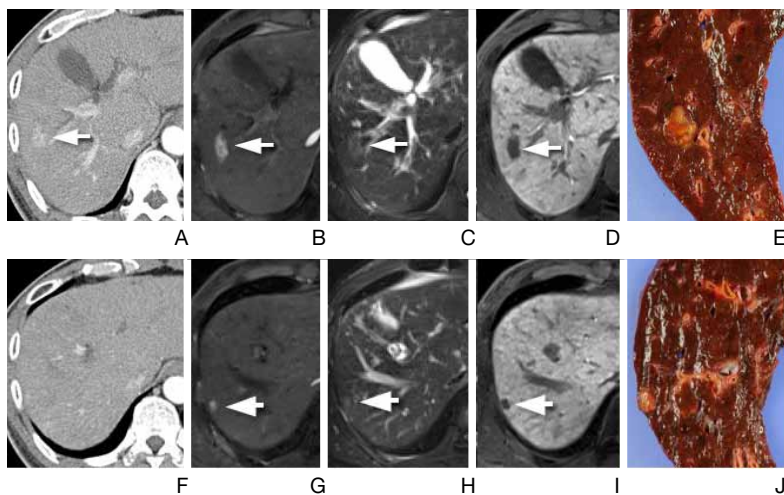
Detection of an additional hepatocellular carcinoma by magnetic resonance imaging (MRI) in a preoperative examination of 60-year-old man. (A-D) Preoperative computed tomography (CT) and MRI show a small hepatocellular carcinoma (arrows). (F-J) At a different level, no lesion was seen on a CT exam (F). However, a small hepatocellular carcinoma is well visible. The both lesions were confirmed on surgery (E,J).
